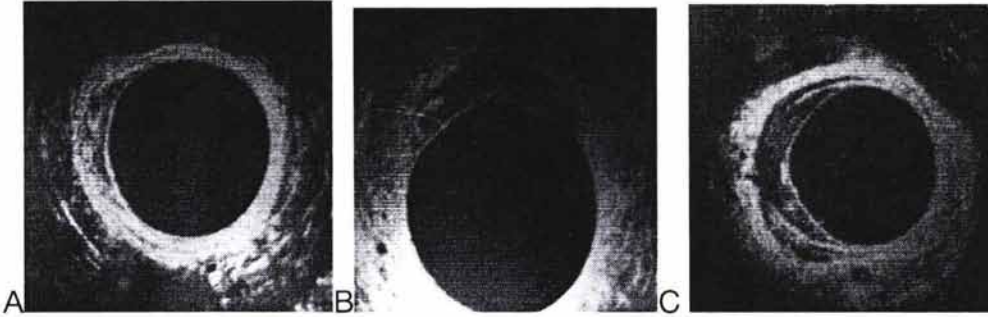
Ultrasonido transrectal. A Imagen ultrasonográfica de un tumor localizado a la pared rectal, B Tumor infiltrando la grasa perirrectal y C Cáncer de recto con una metástasis ganglionar en el mesorrecto ( estadio T3N1). ( Belmonte. Estadificación preoperatoria en cáncer de recto. Cirujano General. Volumen 22. Número 2. Junio 2000.)
